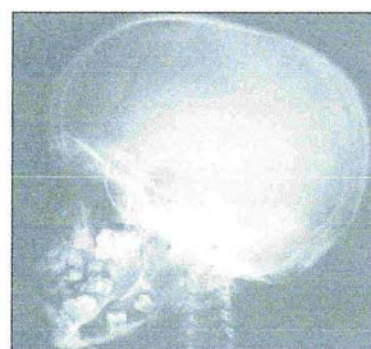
Radiografia de paciente feminino, dez anos. Fronte olímpica, fechamento precoce das suturas, sela túrcica "em forma de ômega" e células da mastóide hipoplásicas.
